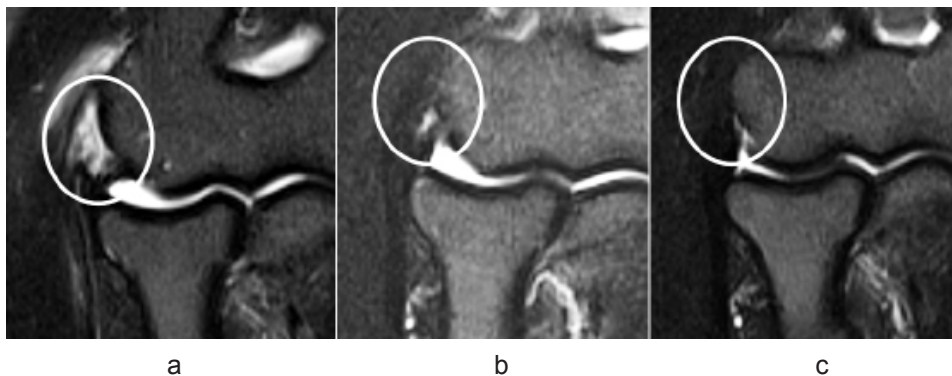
術後 MRI 所見の経過 (STIR, 冠状断): 修復例
